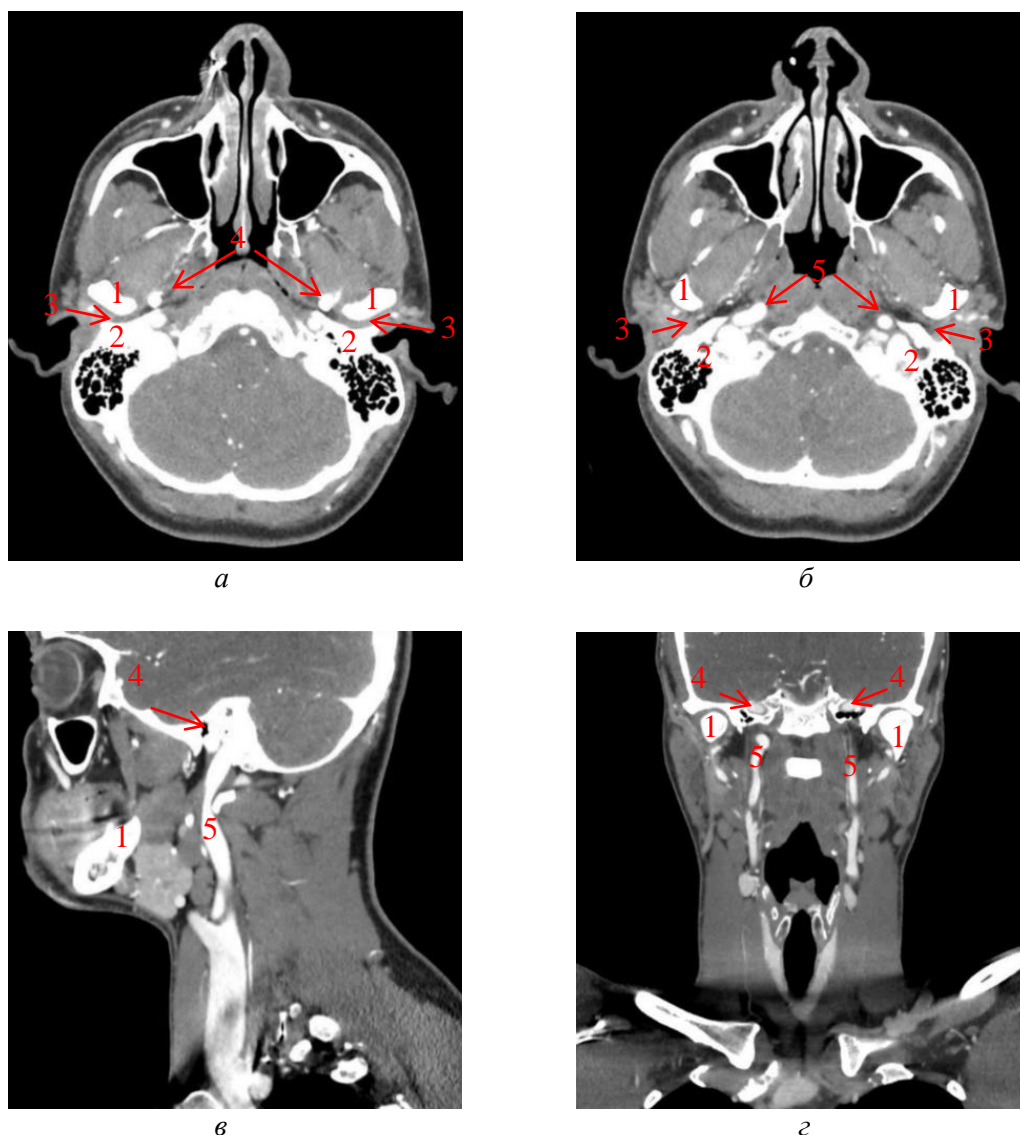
Исследование компьютерной томографии головы и шеи: *а* – аксиальный срез, каменистый отдел внутренней сонной артерии; *б* – аксиальный срез, шейный отдел внутренней сонной артерии; *в* – сагитальный срез; *г* – фронтальный срез; 1 – нижняя челюсть; 2 – височная кость; 3 – височно-нижнечелюстной сустав; 4 – внутренняя сонная артерия, каменистый сегмент; 5 – внутренняя сонная артерия, шейный сегмент [73]
